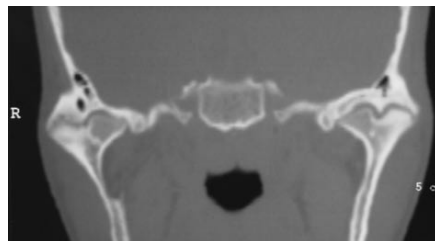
Tomografía computarizada de corte coronal –examen mostrando anquilosis bilateral de la ATM.
